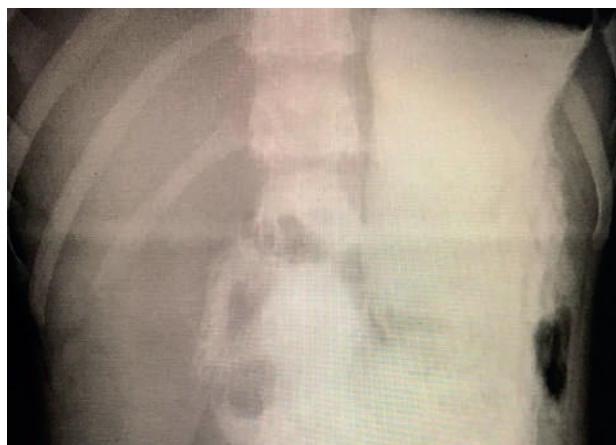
Рентгенограмма больного К. Контрастное исследование ЖКТ. Контраст в желудке и начальном отделе двенадцатиперстной кишки
